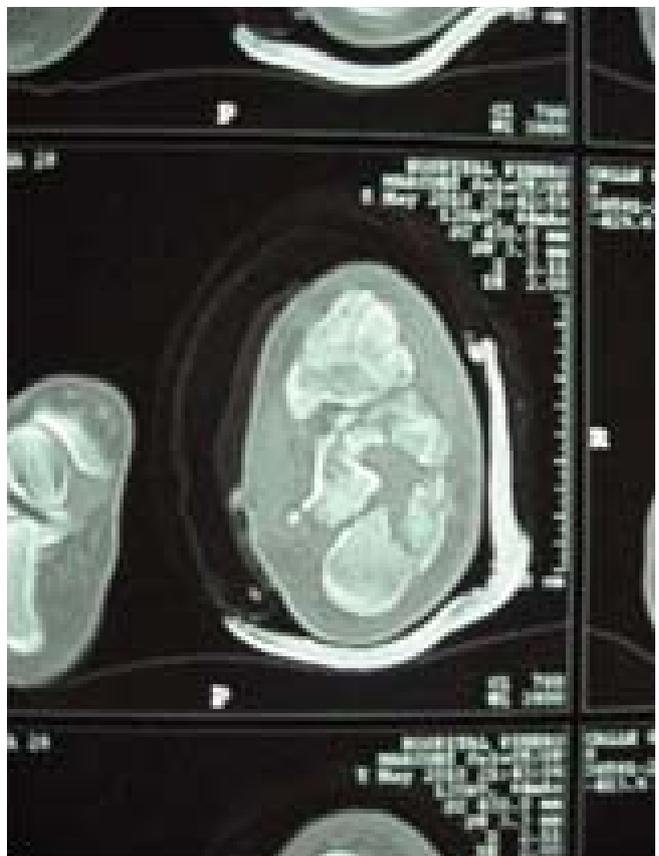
TAC. de fx Tipo IV
